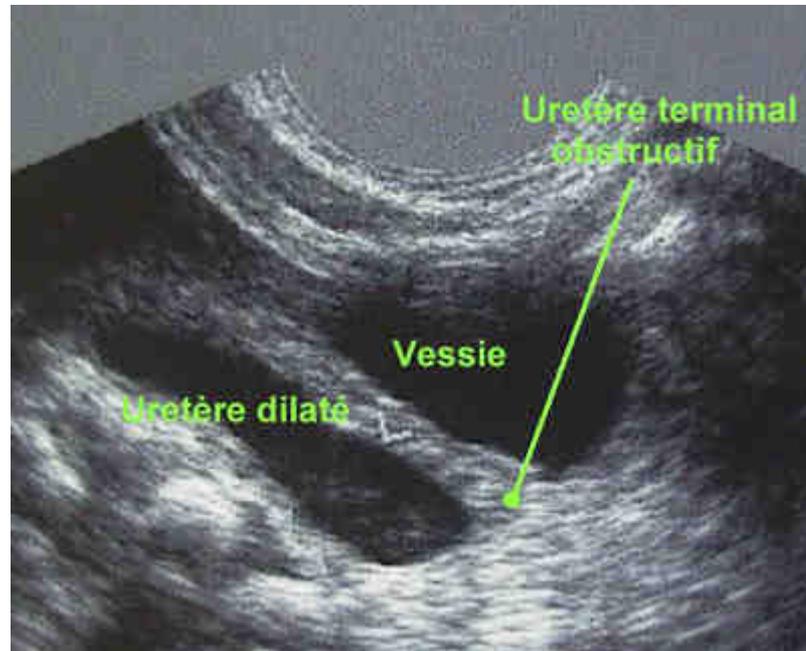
Méga uretère primitif obstructif congénital (aspect en échographie)
